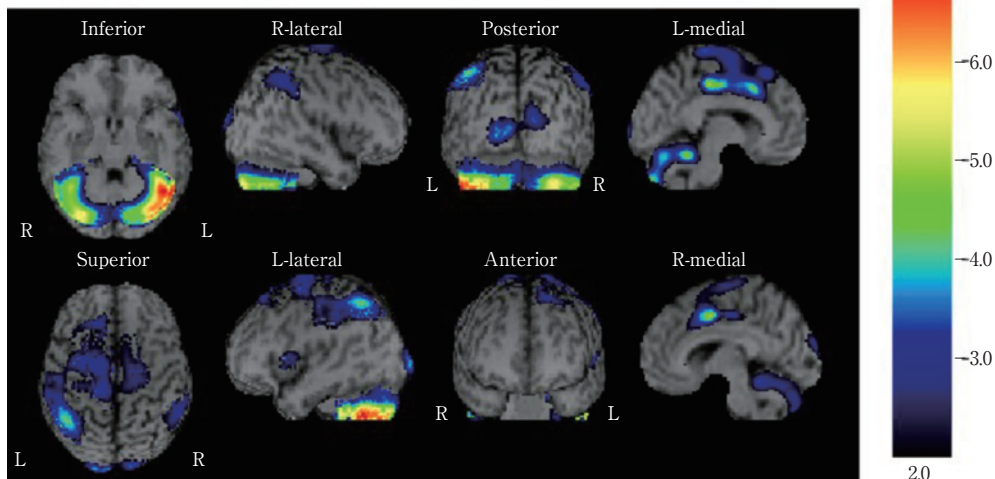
SPECT e-ZIS (easy Z-score imaging system).
